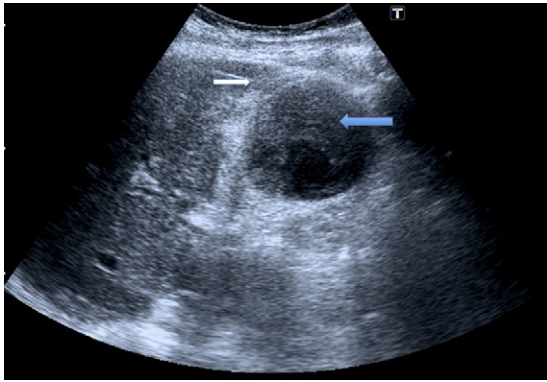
Ecografía abdominal. Flecha blanca: signo de doble pared. Flecha azul: coágulos en el interior de la vesícula.
